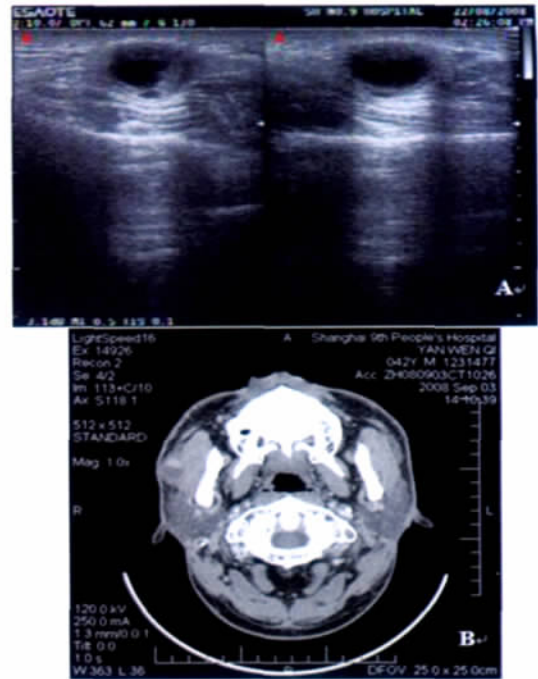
副腮腺黏液表皮样癌的影像学表现。A. 副腮腺黏液表皮样癌的 B 超表现为椭圆形、边界清楚的肿块, 内部为混合性回声; B. 副腮腺黏液表皮样癌的 CT 表现为边界不清、密度不均的肿块, 可见肿块对周围组织有侵袭
